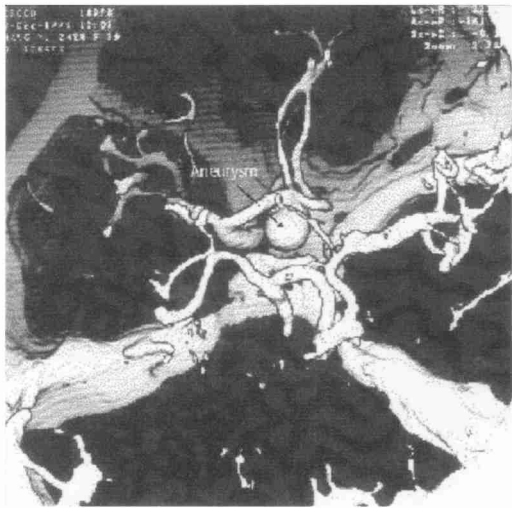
CTA 三维成像所示。可清晰显示动脉瘤(箭头所指)、载瘤动脉、毗邻动脉,可见动脉瘤基部与前交通动脉的关系
